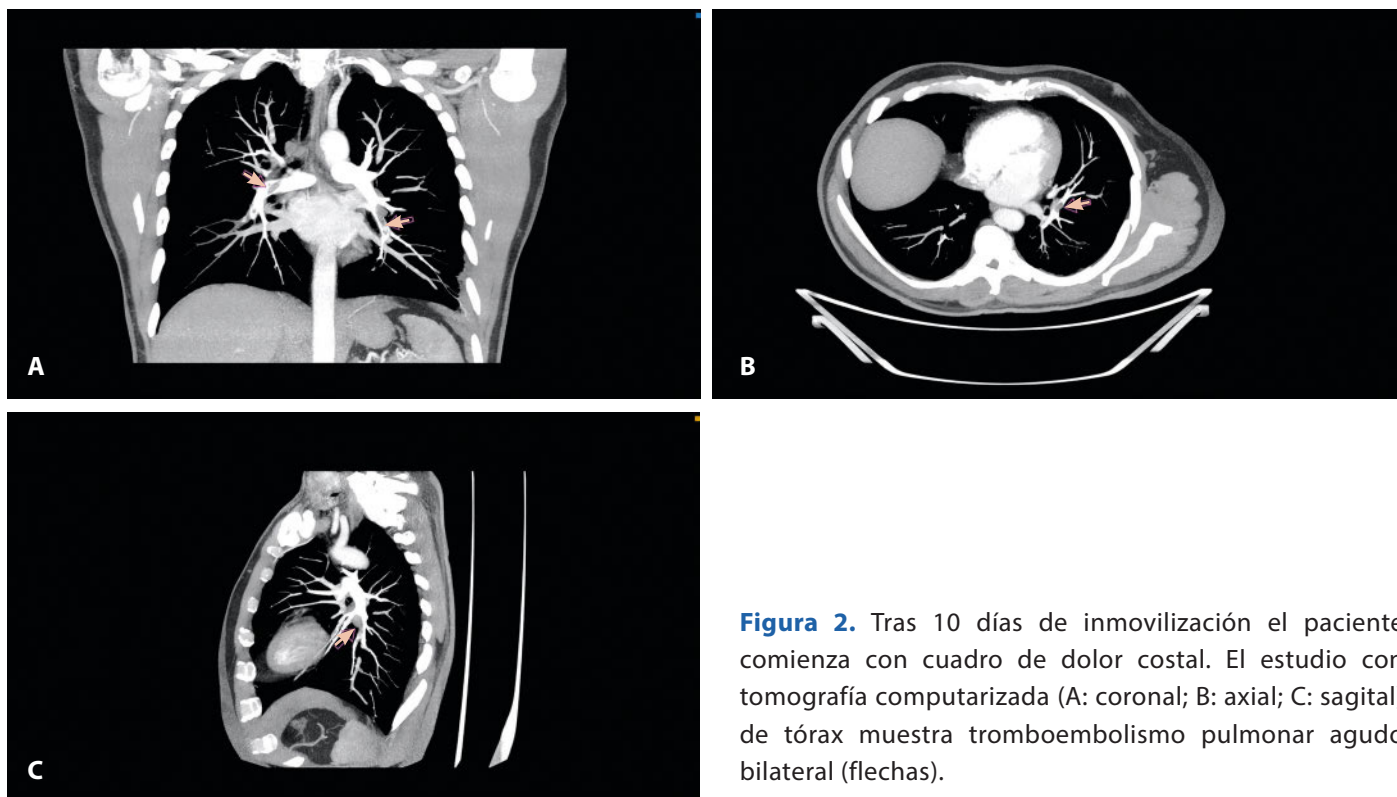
Tras 10 días de inmovilización el paciente comienza con cuadro de dolor costal. El estudio con tomografía computarizada (A: coronal; B: axial; C: sagital) de tórax muestra tromboembolismo pulmonar agudo bilateral (flechas).
